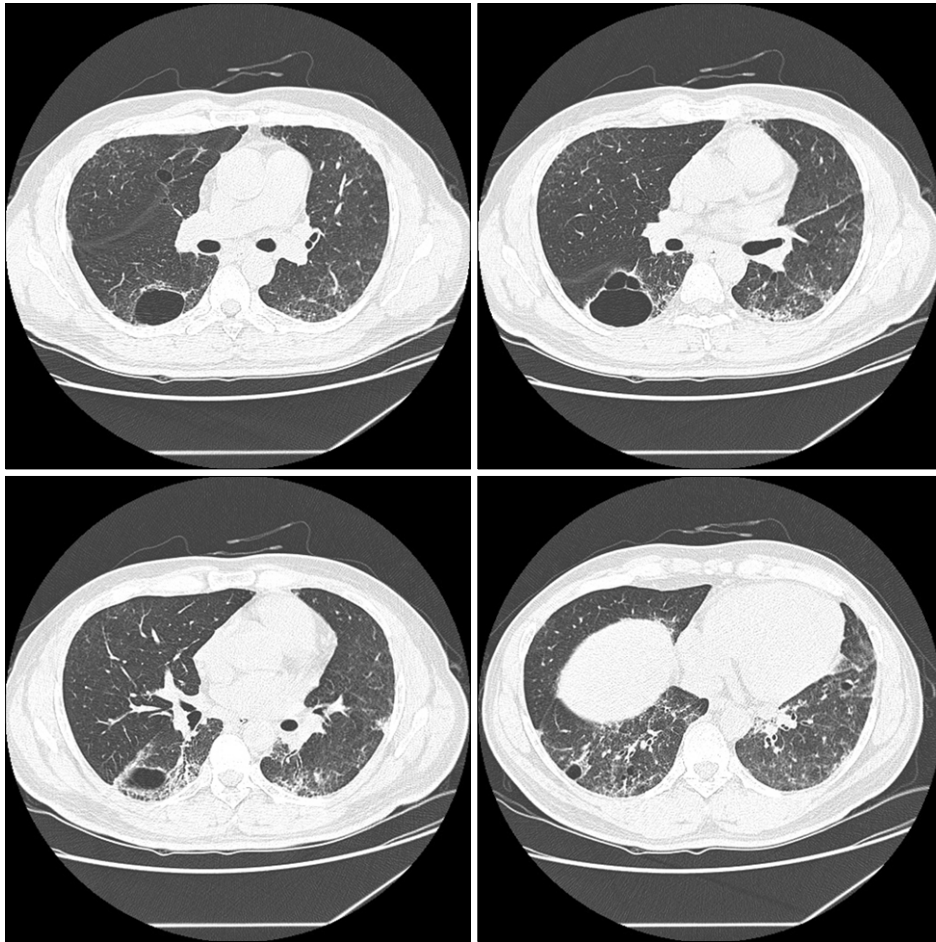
High resolution computed tomography of chest on admission shows multiple cystic lesions, ground glass opacity, and consolidation with traction bronchiectasis at both lungs.
